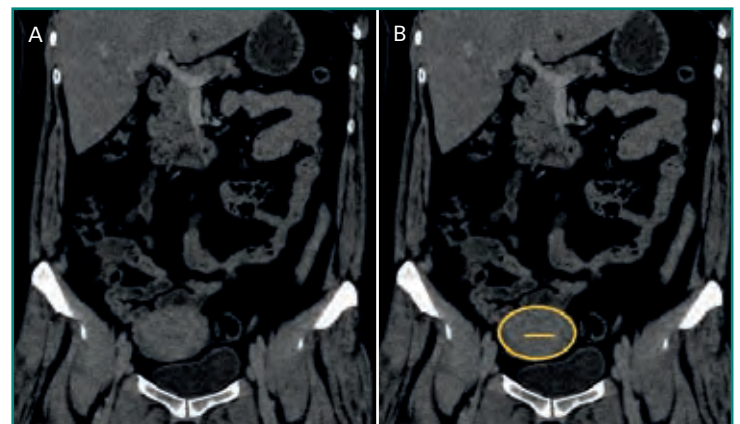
TC coronal. Se muestra la apariencia normal del útero (A y B).
